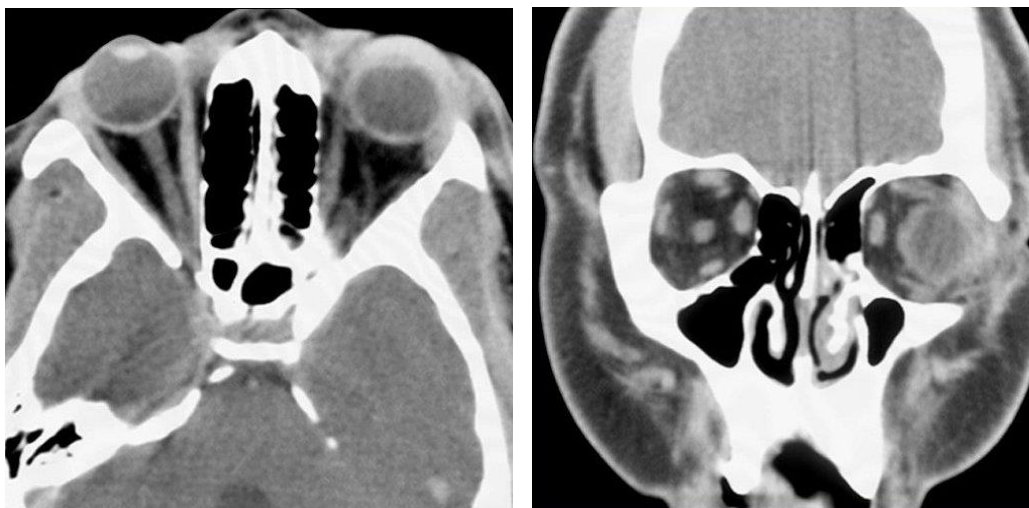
Imagen de TC axial y coronal de celulitis preseptal izquierda. Tratamiento médico con antibioticoterapia, corticoides y napas con adrenalina en meato medio cada 8 horas por 3 días.
